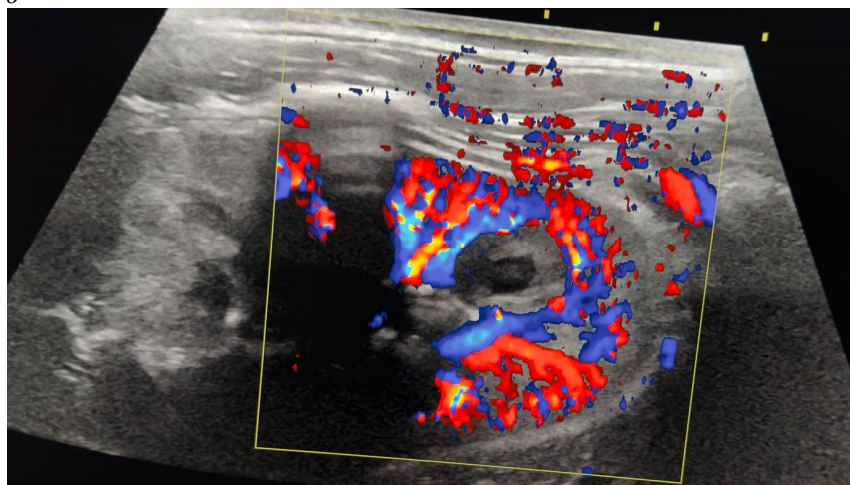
УЗИ почек девочки 5 лет: *a* – в верхнем сегменте правой почки выявлен карбункул почки; *б* – при цветовом доплеровском картировании кровотока в зоне карбункула отсутствует
